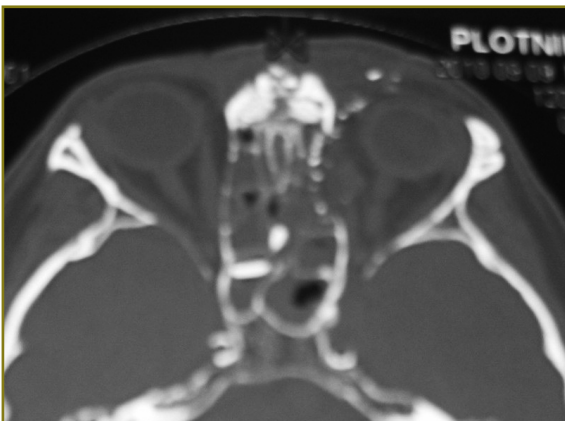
Инородное тело изъято из полости левой орбиты (спиральная компьютерная томография)
